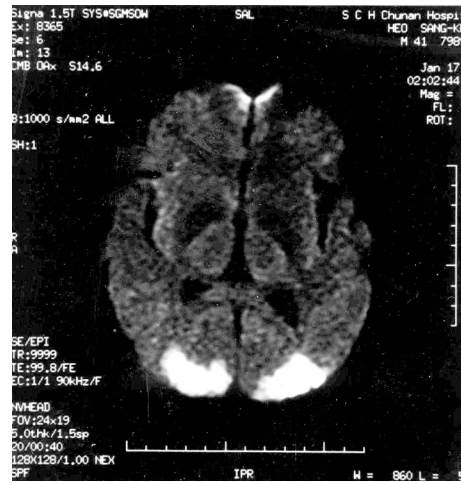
Magnetic resonance imaging (MRI) shows bilateral infarction in the parieto-occipital lobe.
